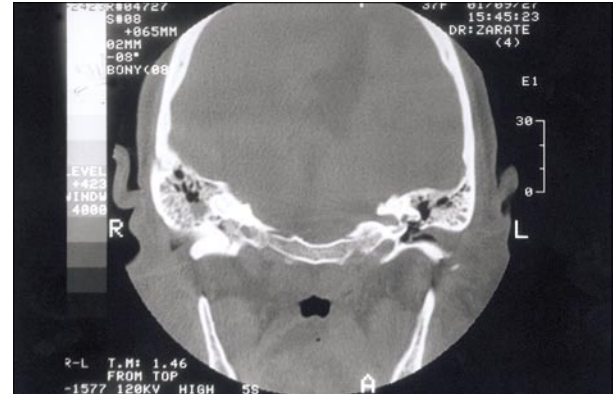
TAC de peñascos. En este corte se observa disminución de luz de conductos auditivos por engrosamiento de mucosa de los mismos junto con ocupación de celdillas mastoideas.
